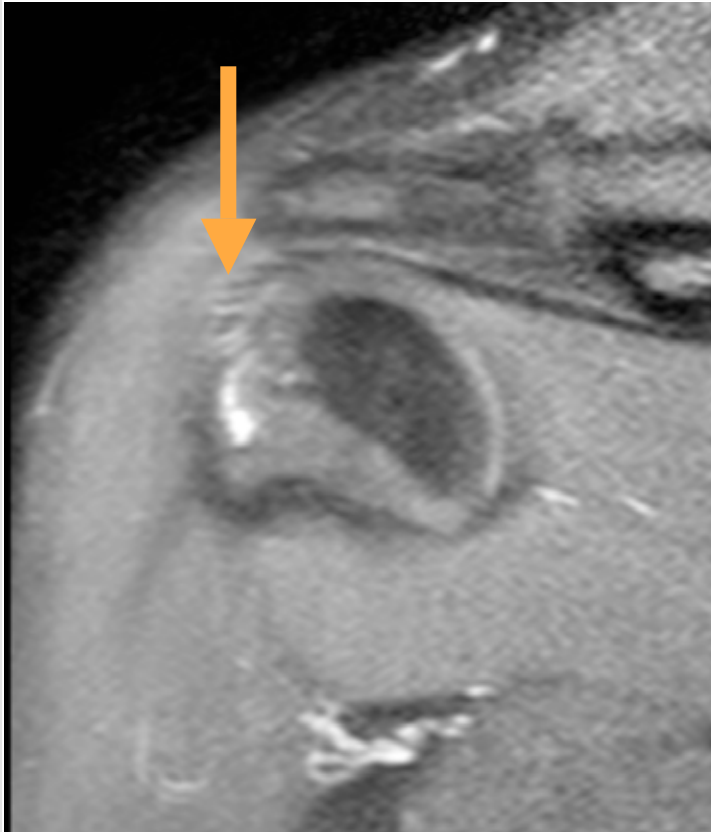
aus Stoller: MRI in Orthop. 3. Aufl.
